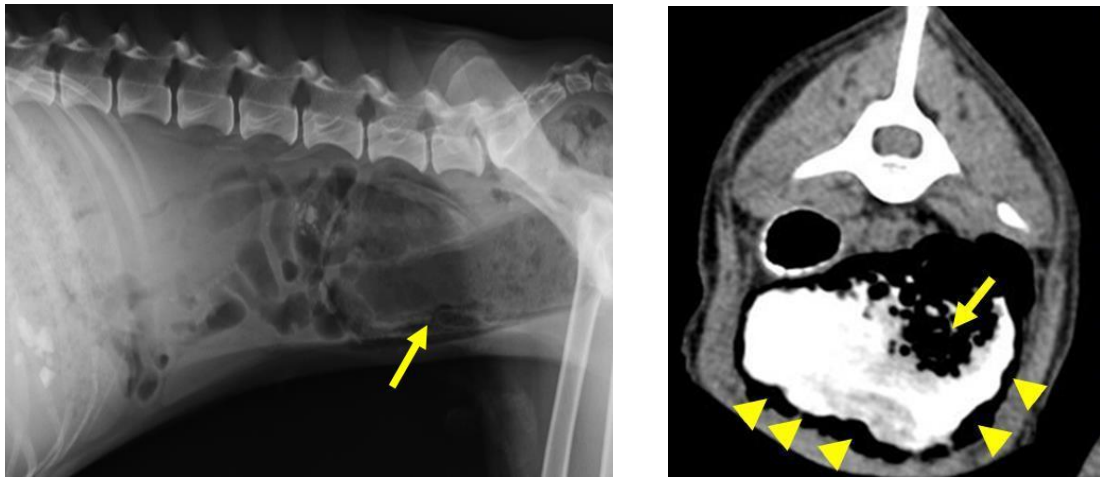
症例のX線写真（左：矢印は透過性の亢進した膀胱を示す）および造影CT画像（矢印は膀胱内に貯留したガスを、矢頭は膀胱粘膜下に産生されたガスを示す）
